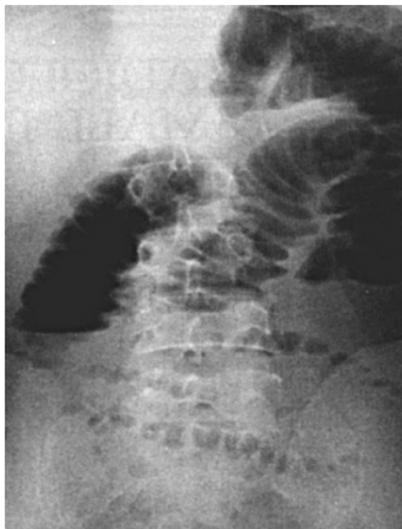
Обзорная рентгенограмма брюшной полости при ОЖН. Видны множественные тонкокишечные уровни и чаши Клойбера
